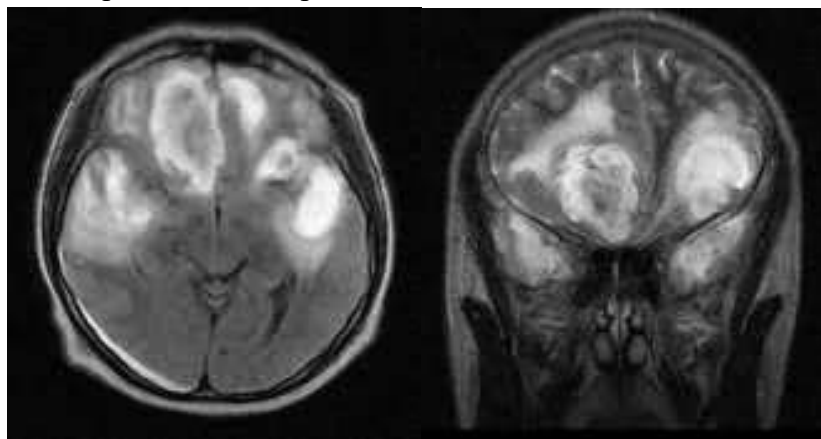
МРТ. Больной Л., 41 год.
